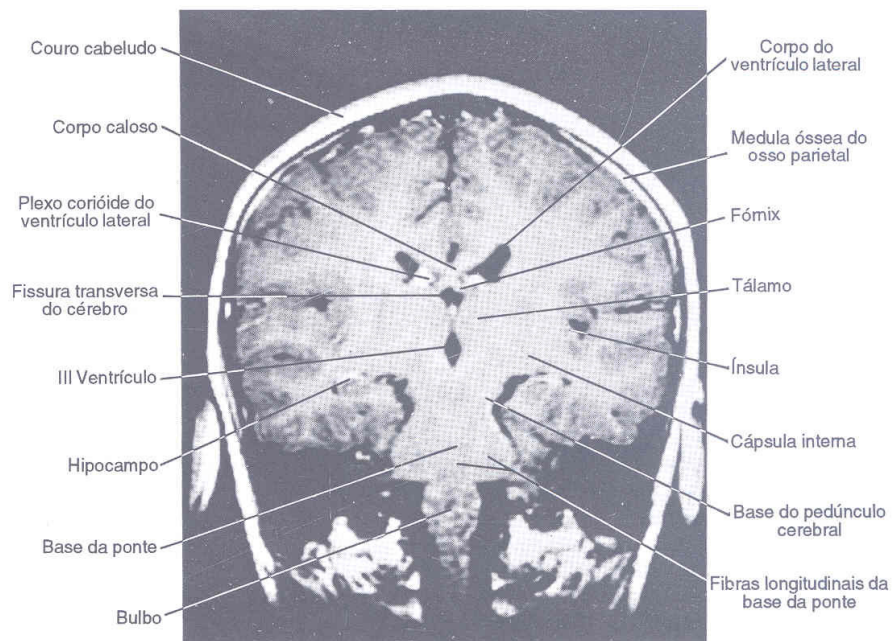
Corte frontal de ressonância magnética
